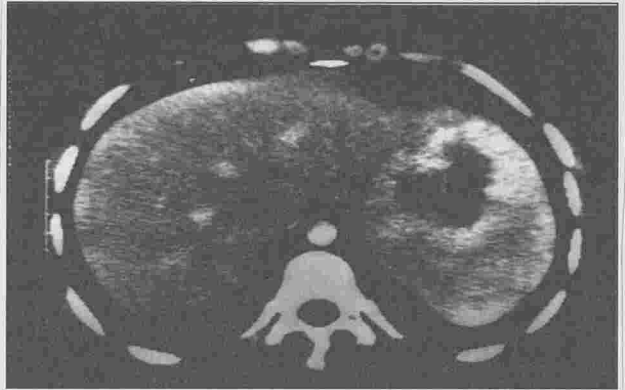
TDM : Formation tumorale de 6 X 3 cm corticale postérieure.
